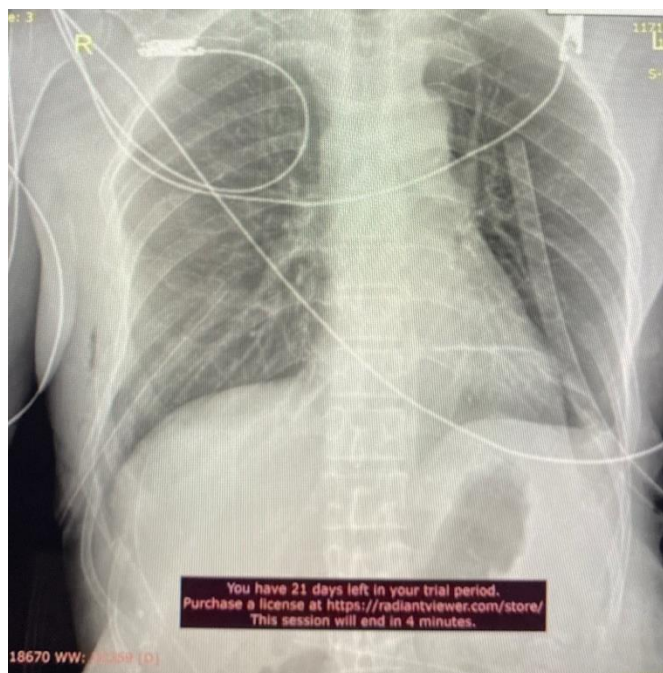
Обзорная рентгенография органов грудной клетки на 3-и сутки после вмешательства.
